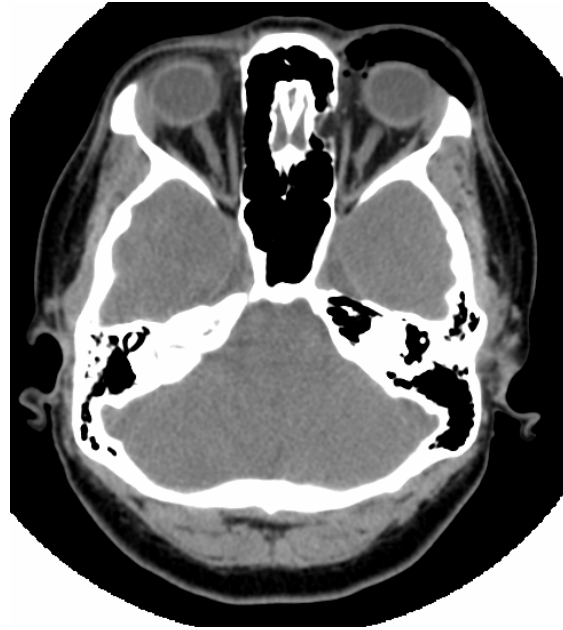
TAC coronal de órbita y cráneo en la que se aprecian las fracturas orbitarias y la presencia de enfisema en la órbita superior izquierda (Caso 2).
